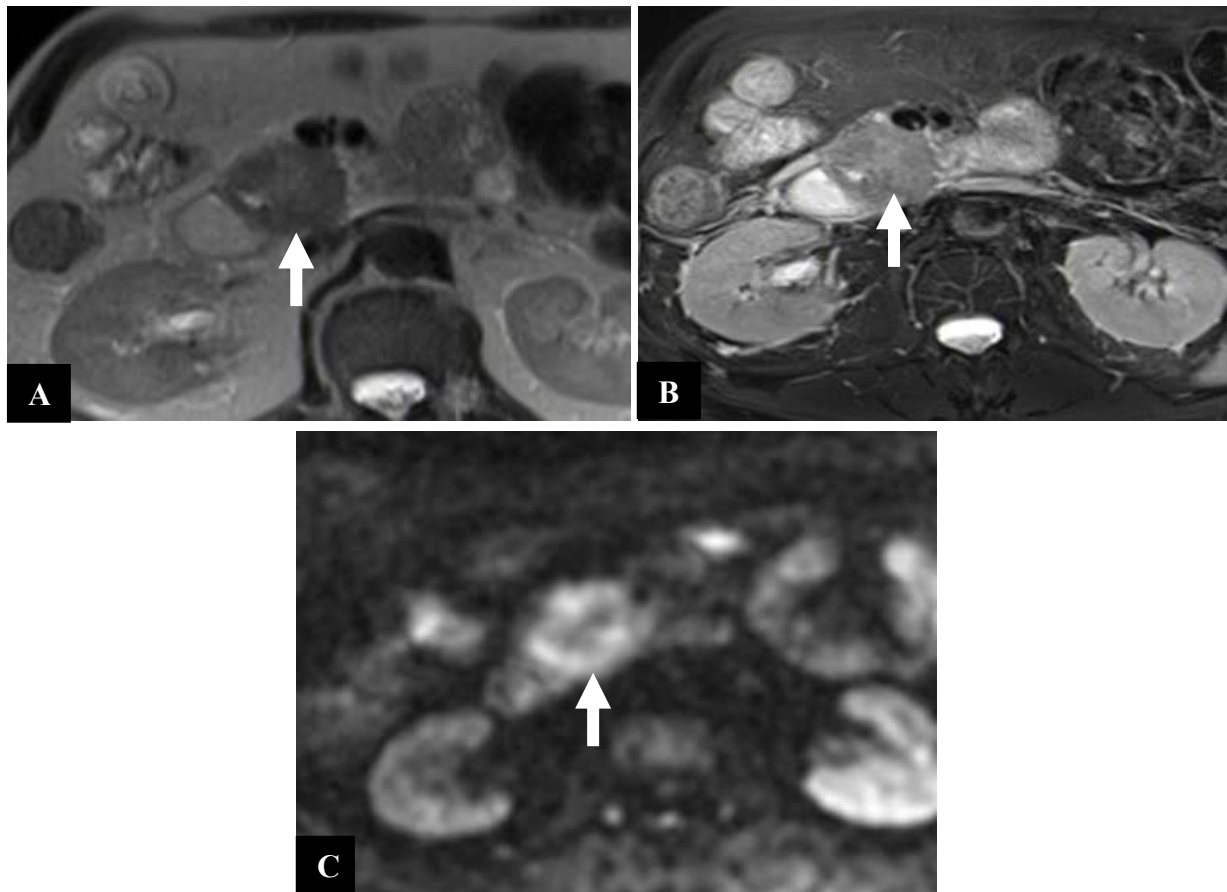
IRM abdominale en coupes axiales montrant un adénocarcinome de la tête du pancréas en Hyposignal en T1(A), de signal intermédiaire en T2(B) avec restriction de diffusion (C)
